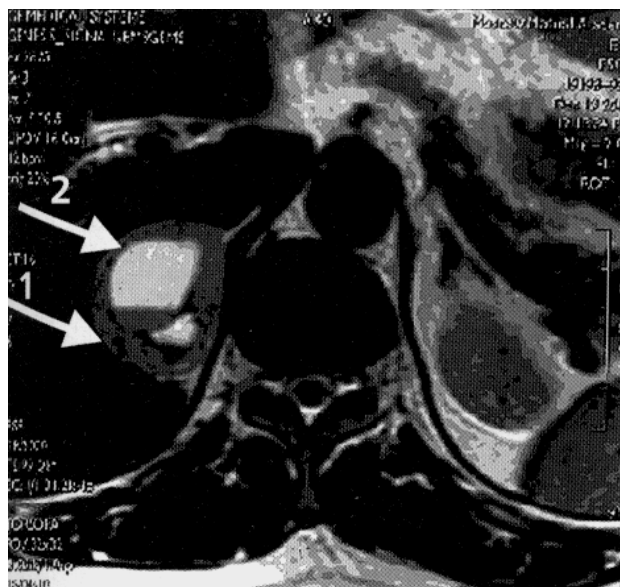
Магнитно-резонансная томограмма феохромоцитомы правого надпочечника. Стрелками указаны опухоль (1) и зона некроза в центре опухоли (2).
